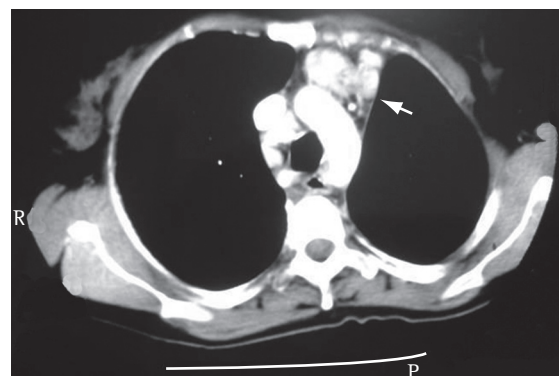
Tomografia computadorizada de tórax demonstrando massa mediastinal anterior (seta) projetando-se à esquerda com contornos bem definidos e intensa captação de contraste.
